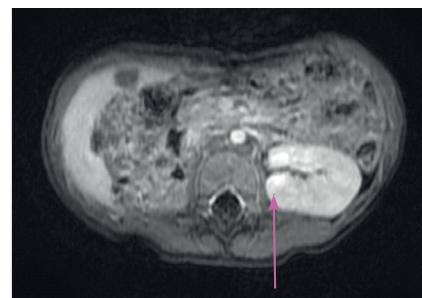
МРТ ОБП (после 8 курсов адъювантной ПХТ). Дообследование очага левой почки, выявленного на КТ ОБП. В проекции ложа удаленной правой почки патологические образования не определяются. Пострезекционные изменения — в среднем сегменте левой почки в области задней губы
